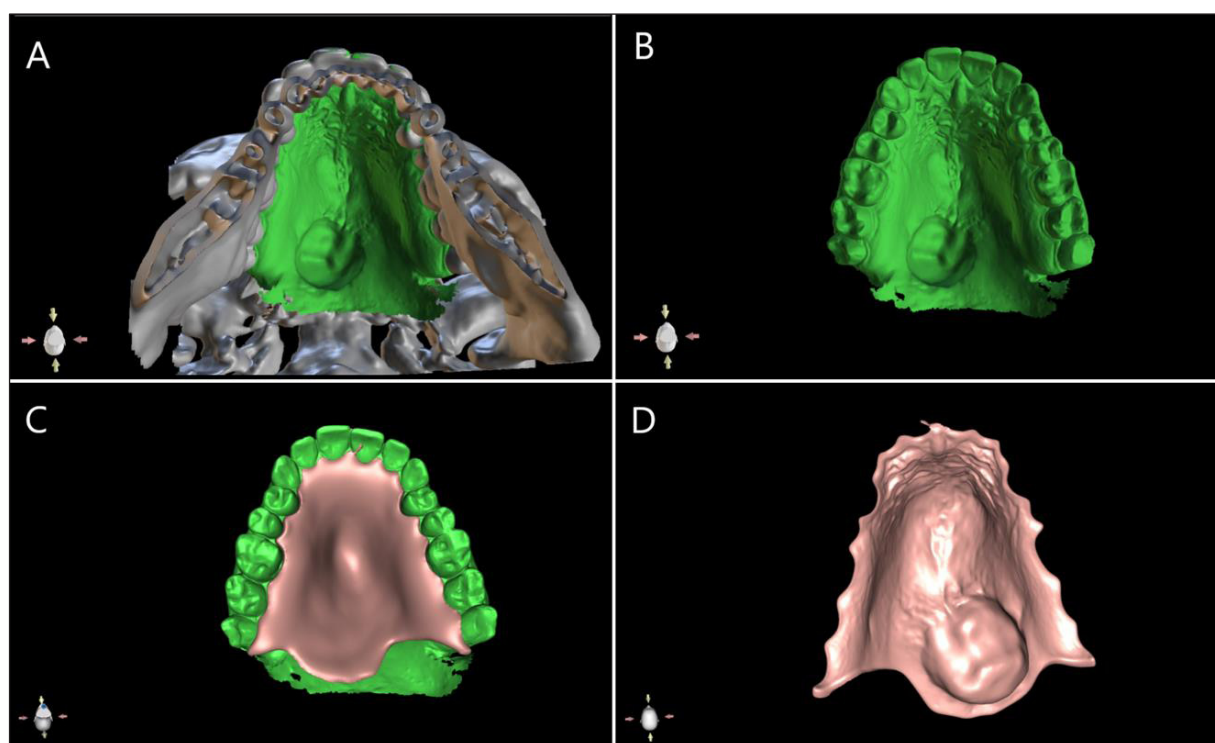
Palatal obturator design process in the Blue Sky Plan 4 software: A – jaw scans on a CT model superimposition, B – jaw scans prepared for the design of the obstruction plate, C – designed prosthetic restoration on a virtual model, D – palatal view of the obturator ready for printing.
